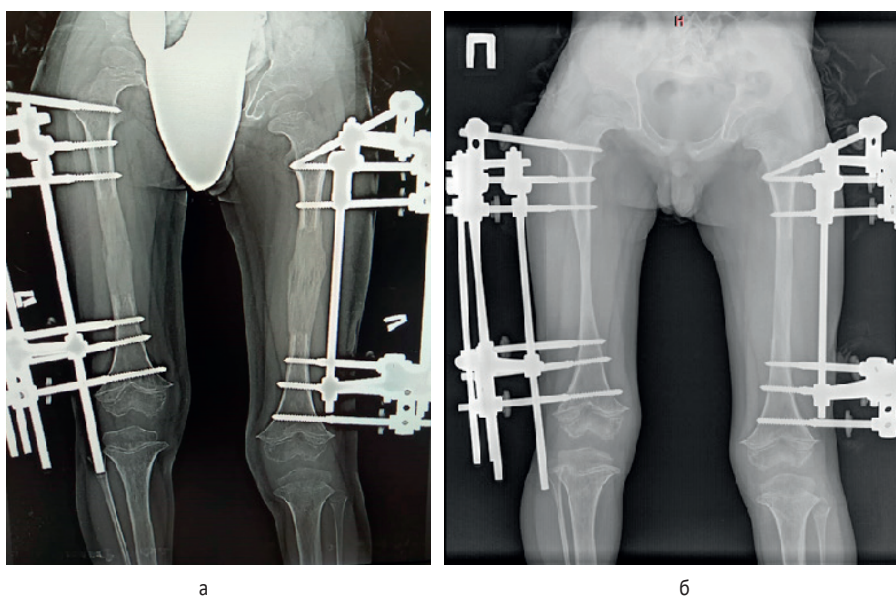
а – рентгенологическая картина дистракционных регенератов через 2 месяца после окончания удлинения бёдер; б – рентгенограмма бёдер через 6 месяцев фиксации
